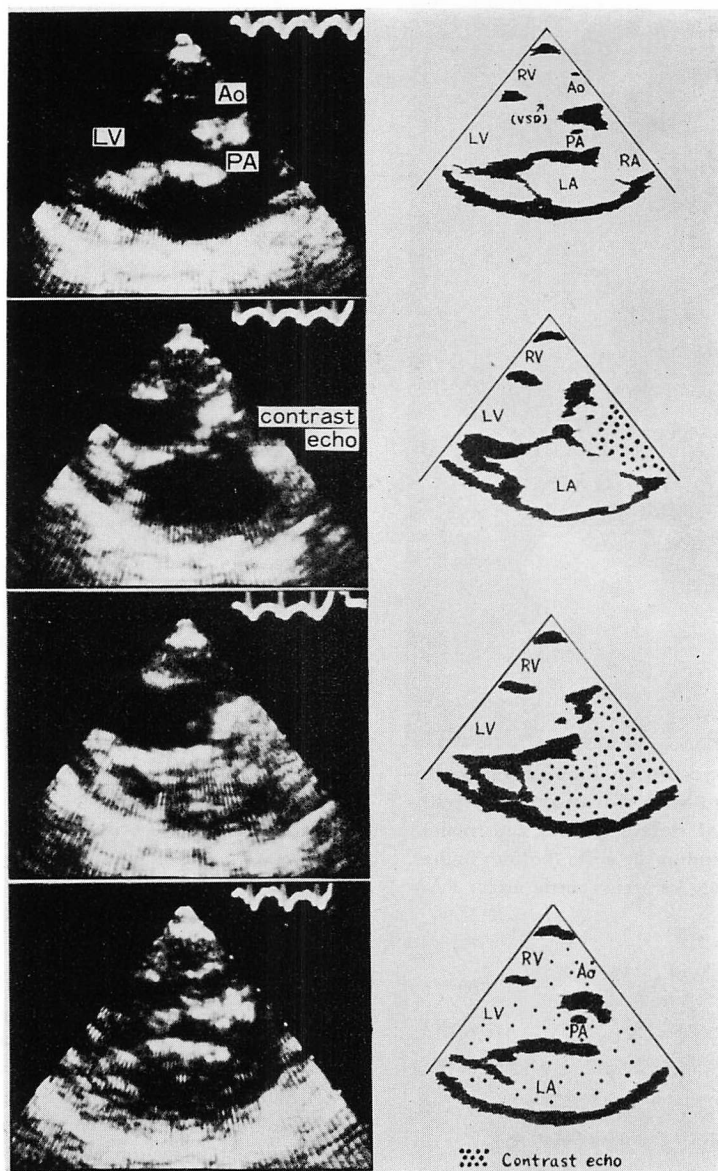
Two-dimensional echocardiograms from an infant with tricuspid atresia, transposition, ventricular septal defect and atrial septal defect (N. K., 2 m, male).
